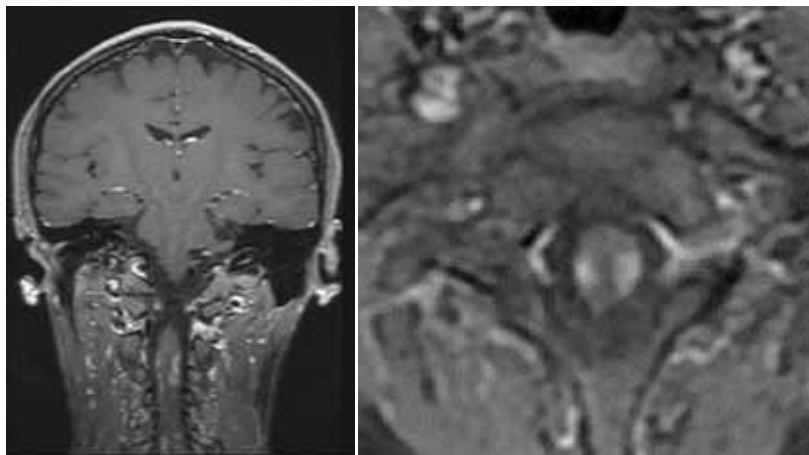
МРТ. Синдром Гийена–Барре
